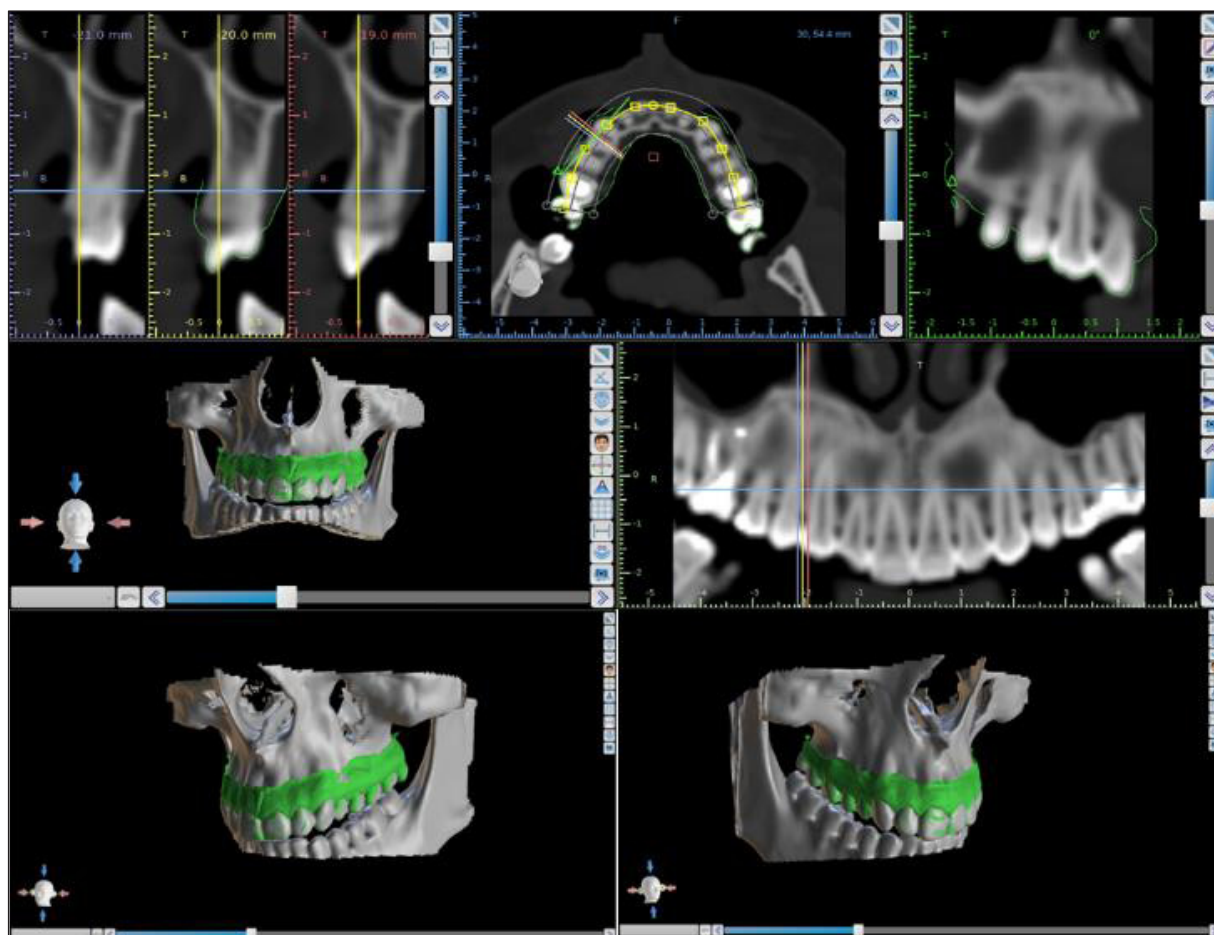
Intra-oral scans and CT jaw model superimposed in Blue Sky Plan 4 software.
